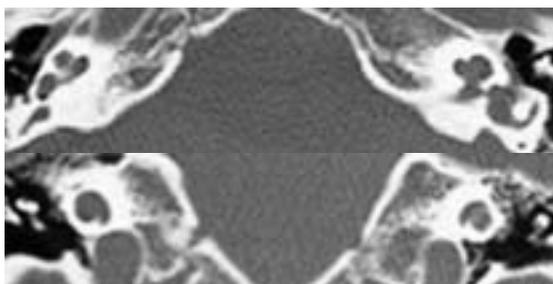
TC in proiezione assiale e coronale di una Partizione incompleta di II tipo (Mondini)
